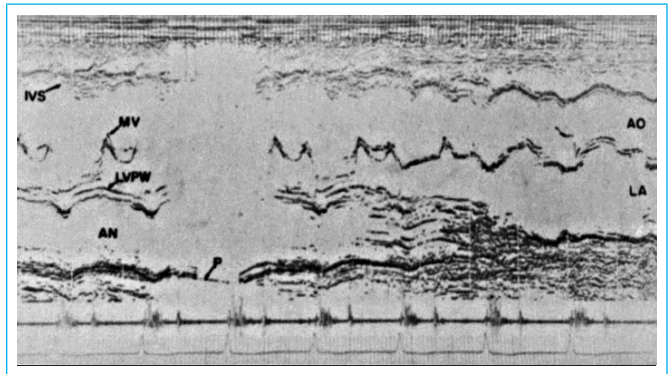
Ecocardiograma mostrando una región anecoica adyacente a la pared posterior del ventrículo izquierdo (hoy, pared inferolateral). En la parte inferior de la imagen se muestra el fonocardiograma, mostrando la presencia de soplo sistólico. LA: Aurícula izquierda, LV: Ventriculo izquierdo, AN: Aneurisma, IVS: Septo interventricular, MV: Valva mitral, LVPW: Pared inferolateral, AO: Aorta, LA: Aurícula izquierda (Thadani 1978).
